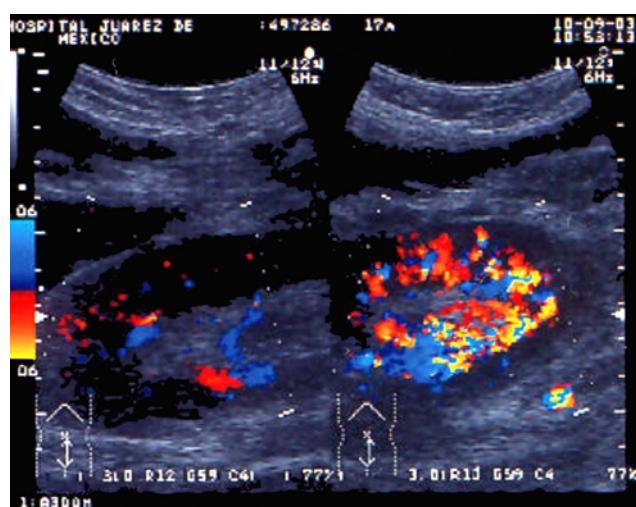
Ultrasonido Doppler que muestra trombosis vascular segmentaria en injerto renal.
